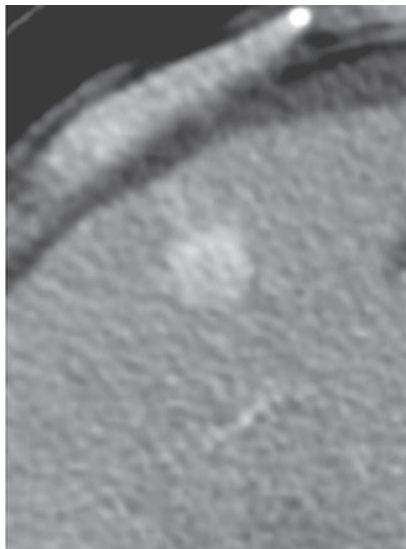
死亡1年10ヶ月前の腹部造影CT S4に新規病変
